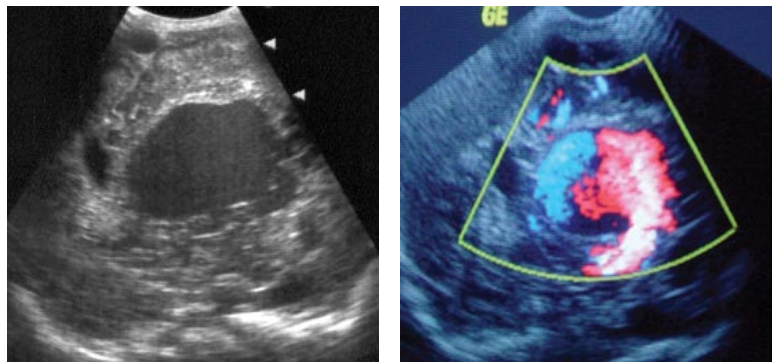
Aneurisma de la vena de Galeno al Doppler color.<sup>(31)</sup>
